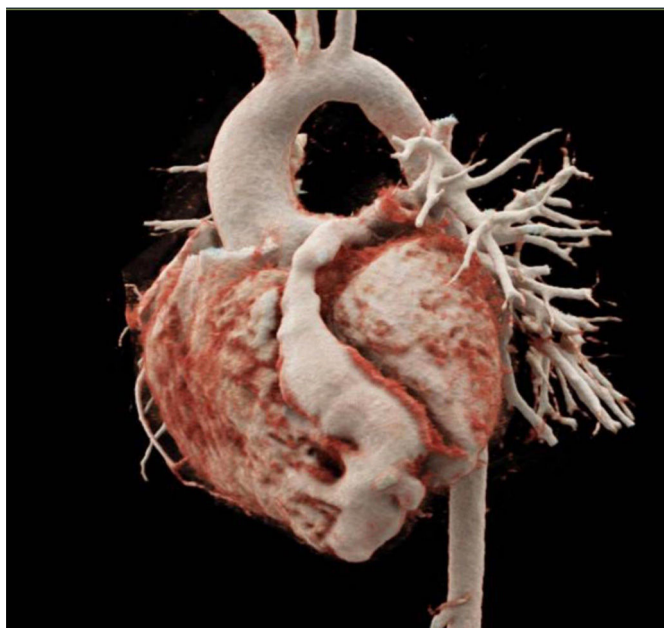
Angiotomografía que muestra gran fístula coronaria del segmento distal de la arteria descendente anterior que desemboca a la región apical del ventrículo derecho.
